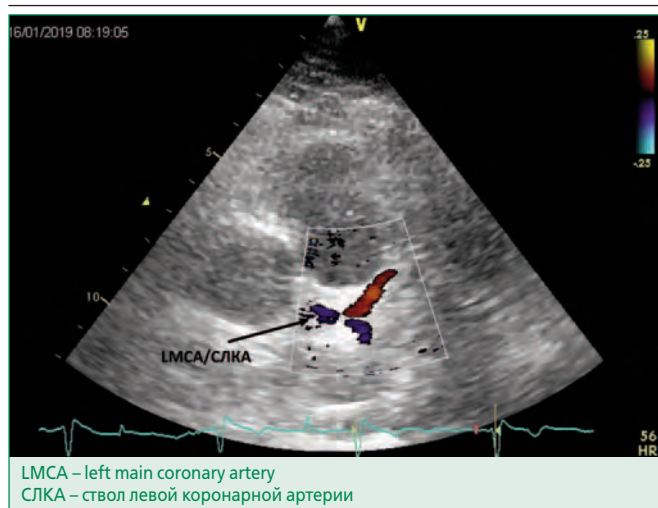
Visualization of LMCA (modified left parasternal position, the long axis)
